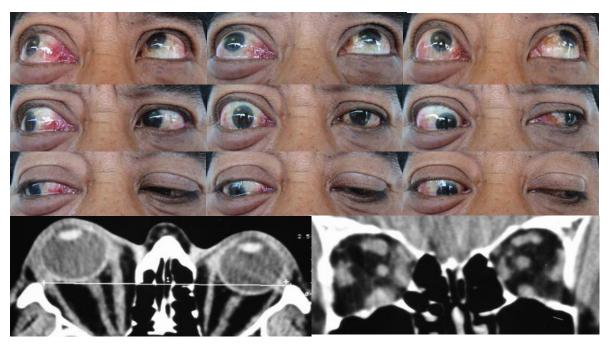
Exoftalmos del ojo derecho, ortoposición a la mirada al frente con incomitancia en HTO a la ADD y limitación moderada de la mirada hacia arriba del ojo derecho. TC de orbitas: corte axial rectificación del nervio óptico y aumento de la grasa orbitaria y corte coronal engrosamiento de los MEO del ojo derecho, predominantemente del recto inferior.
